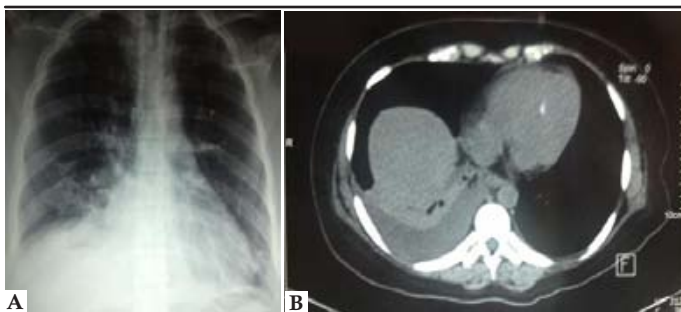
A. Radiografía de tórax en la que se evidencia derrame pleural derecho y presencia de aire subdiafragmático. B. TAC abdominal con presencia de aire y líquido perivesicular y periduodenal
